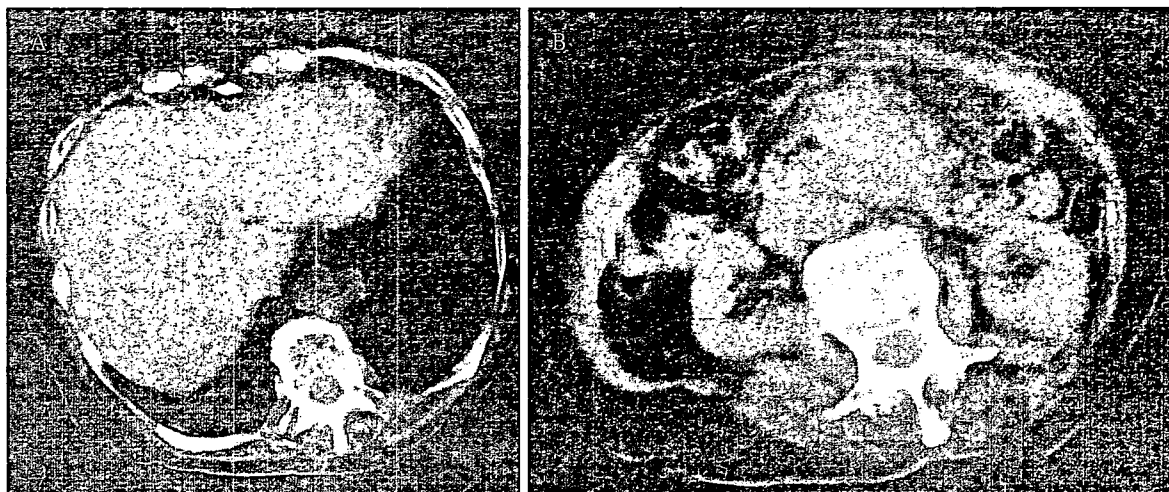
症例 1, 99 歳, 女性。膵頭部癌, 初診時 CT 像
